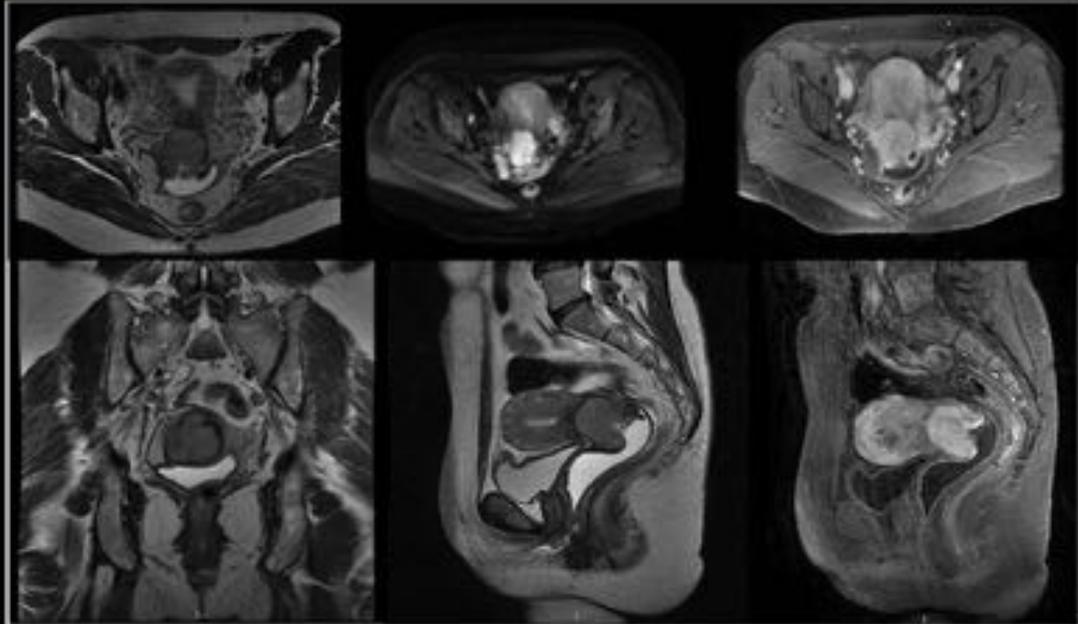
CASO Imágenes axiales, coronales y sagitales T2-WI, DWI y estudio dinámico muestran tumor de señal intermedia extendiéndose desde el cérvix con restricción en la difusión e invasión parametrios contiguos. Carcinoma de cérvix estadio IIB, confirmado histológicamente
